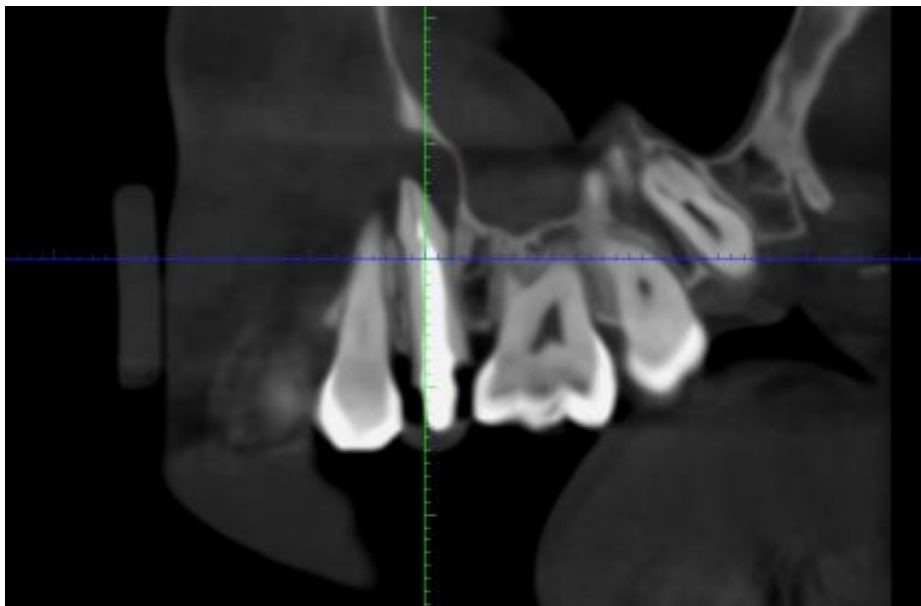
Tomografía vista sagital
